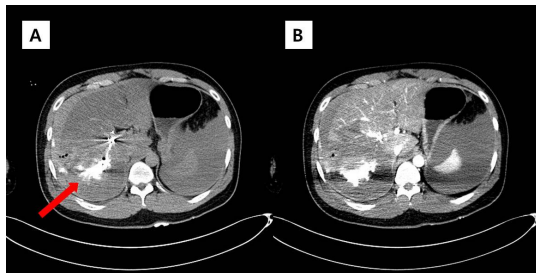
(A) In pre-enhanced CT, the contrast media of the previous angiography was shown (red arrow). (B) In enhanced CT, there was no finding of additional bleeding.
